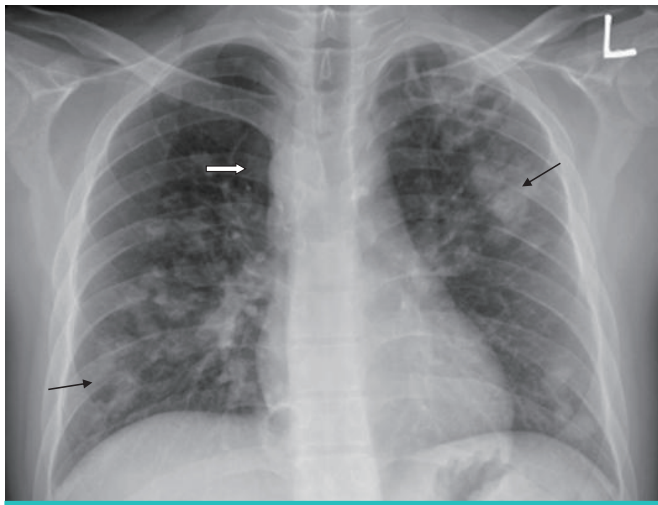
Posteroanterior chest radiograph view on admission shows multiple variable-sized lung nodules (black arrows) in both lung fields. The right aortic arch is noted with a white arrow.
